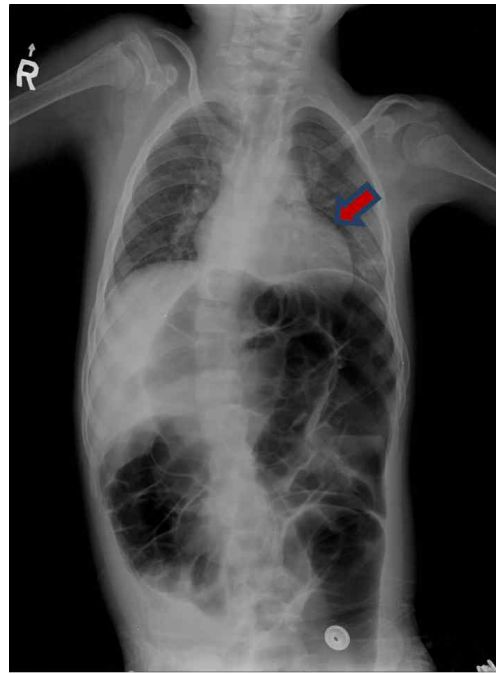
Preoperative evaluation (Chest X-ray) shows subsegmental atelectasis on her left lower lobe of lung.
